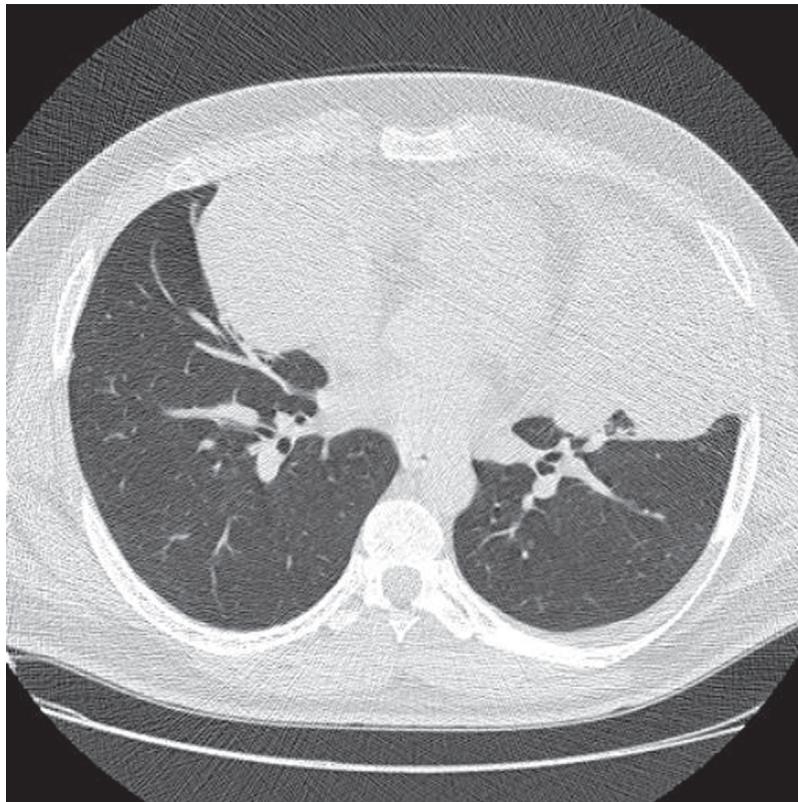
Tomografia de tórax de alta resolução mostra áreas de atelectasias laminares por compressão tumoral. Não há invasão tumoral no parênquima pulmonar.
